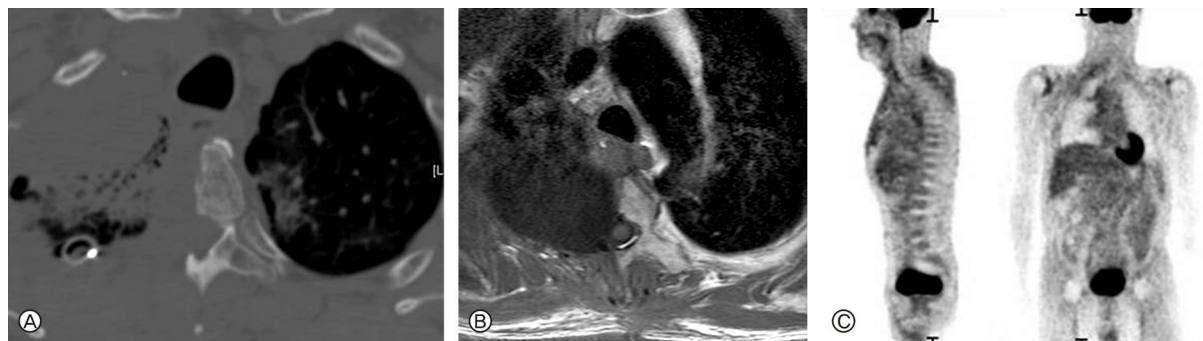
A: A postoperative CT, B: A postoperative MRI. There was no remnant tumor mass. The hemispondylectomy was performed. C: Whole body PET shows neither distal metastasis nor local recurrence.
